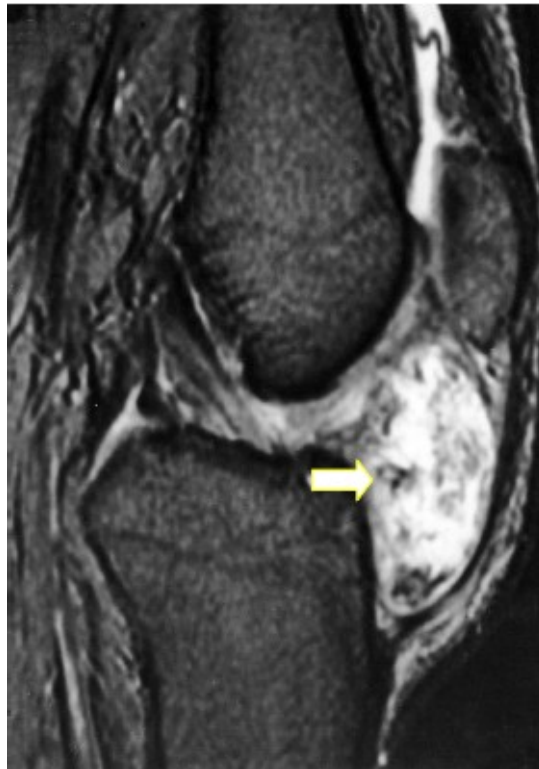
IRM, coupe sagittale en T2 montrant une masse hétérogène en rapport avec un chondrome aux dépens de la graisse adipeuse de Hoffa [70].
